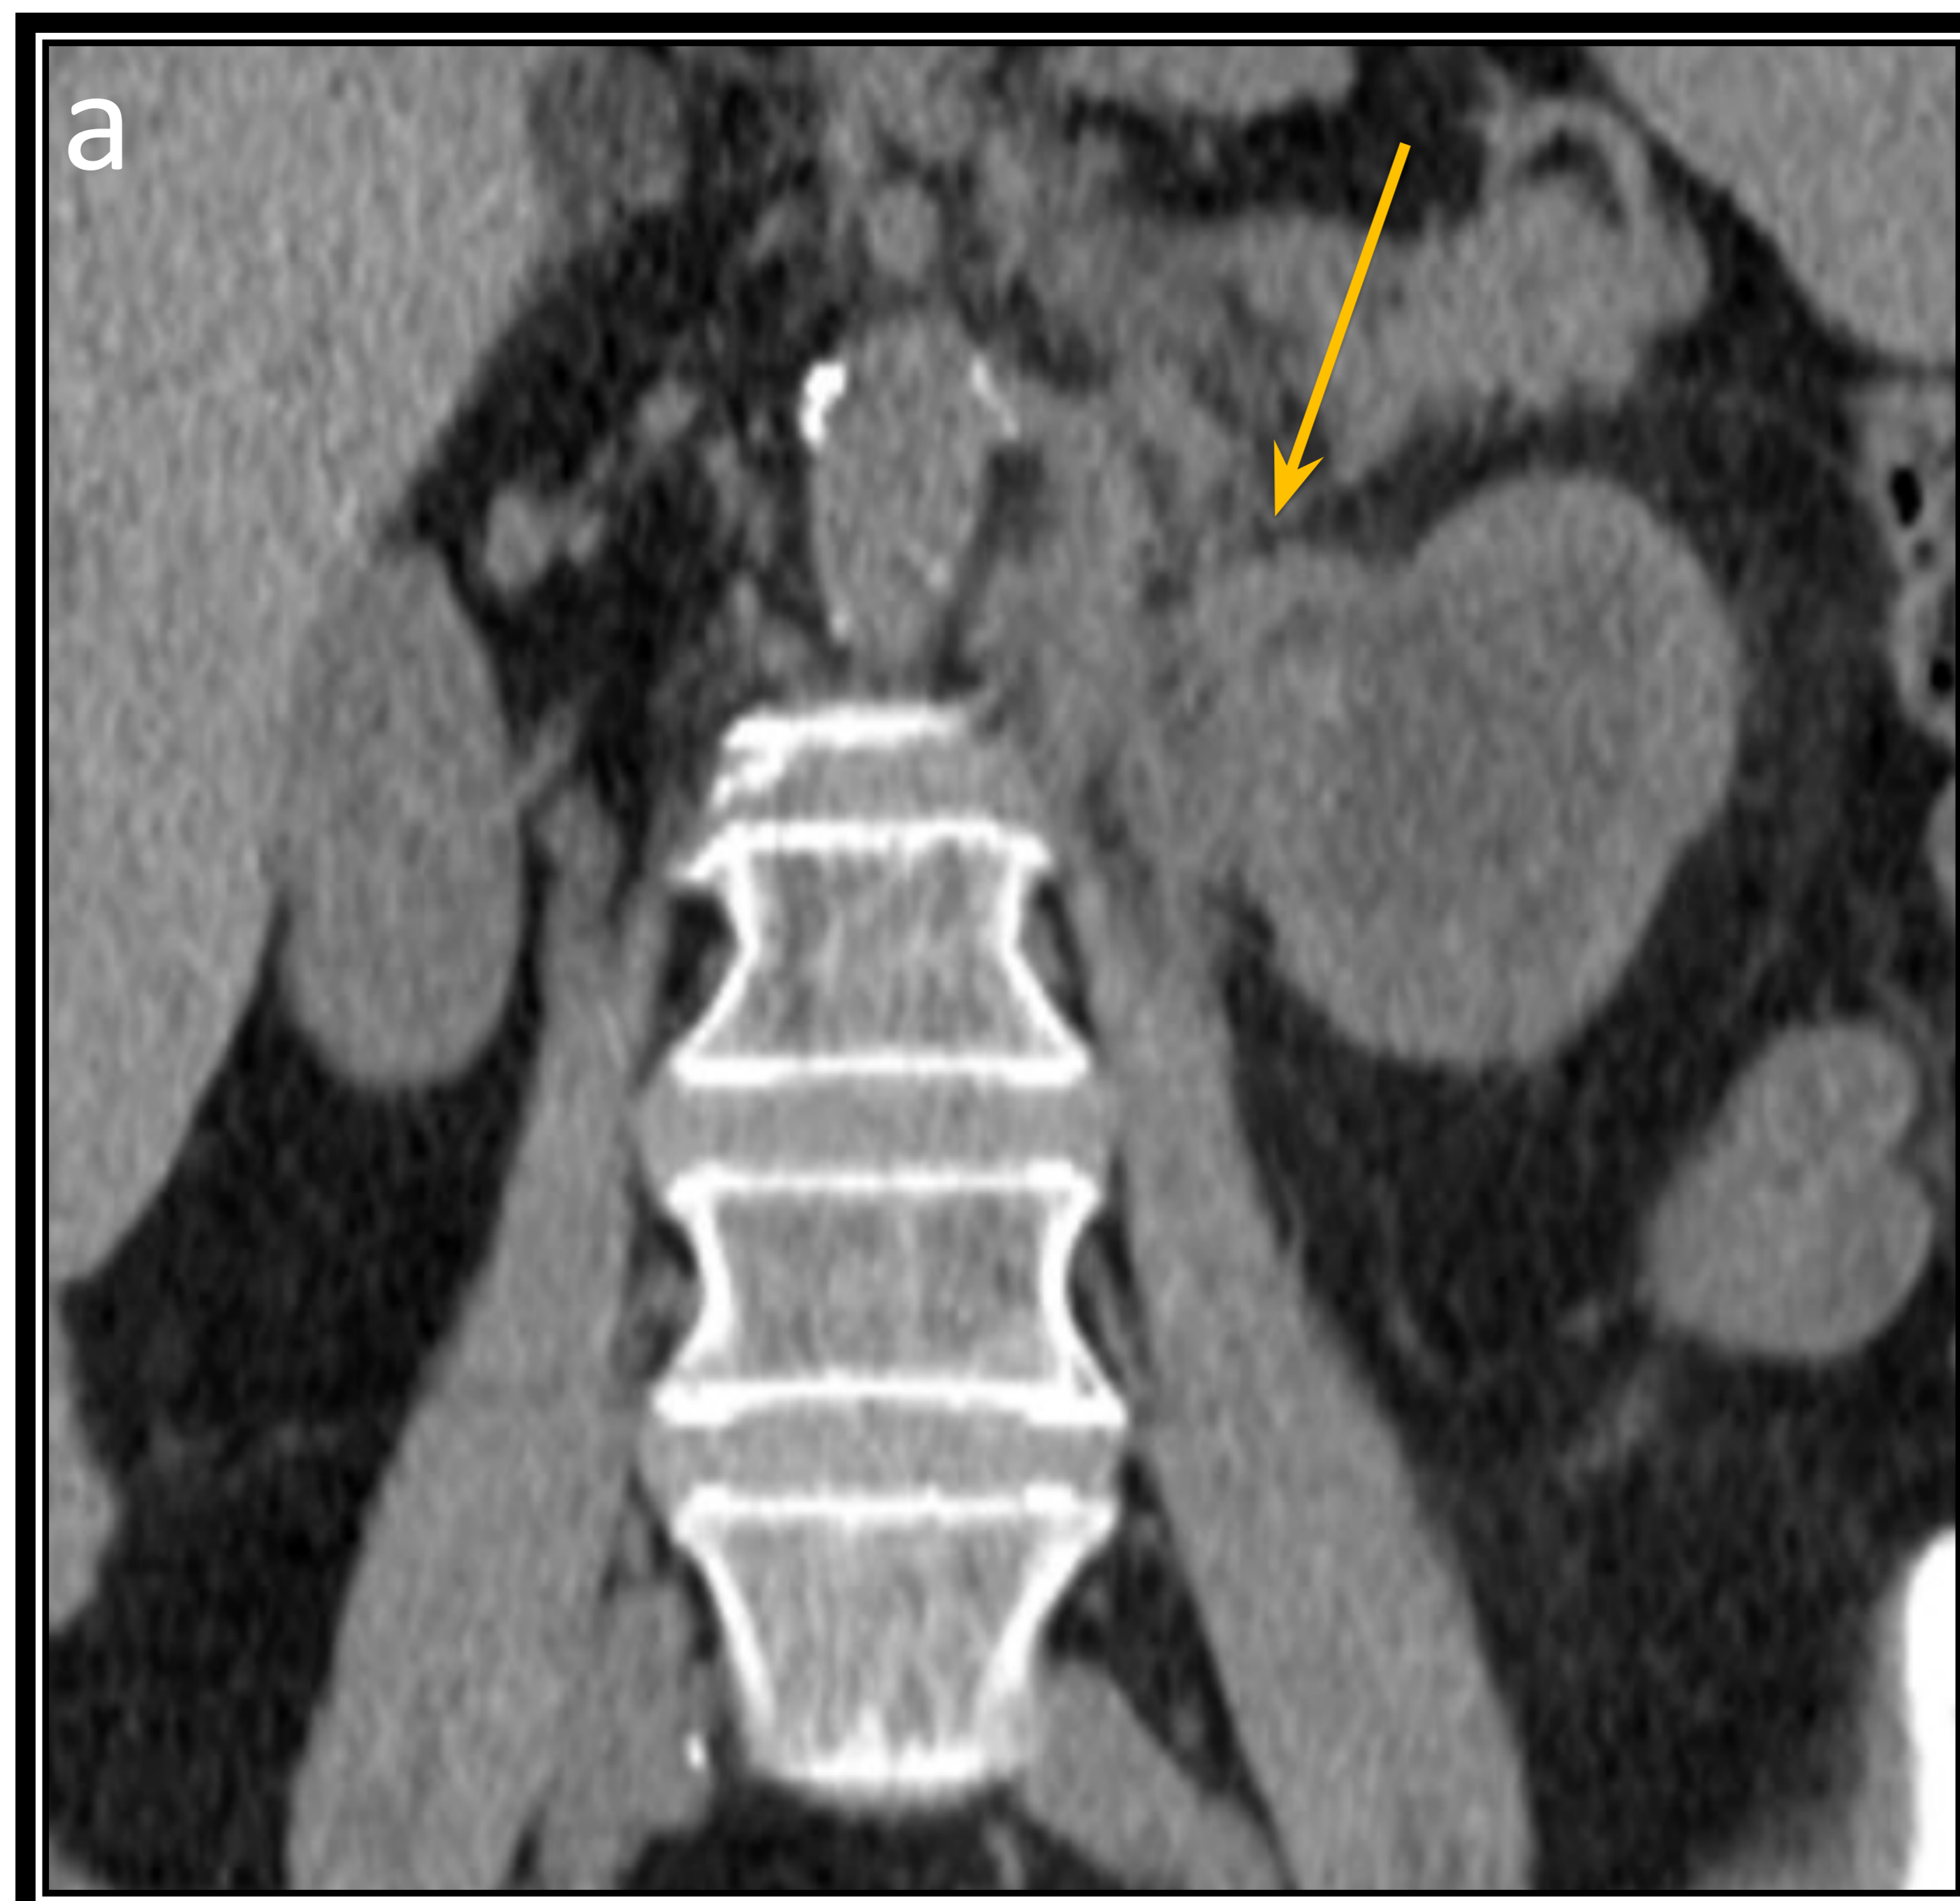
a (TC basal corte coronal), b (RM cortes coronales T2), c y d (cortes axilares de difusión b-1000 y ADC respectivamente). Flechas naranjas: Marcado engrosamiento mural de la unión pieloureteral del riñón izquierdo, que condiciona moderada hidronefrosis retrógrada. En las imágenes de difusión (flechas rojas), se confirma extensión al sistema colector renal (confirmado en la pieza quirúrgica posterior).
